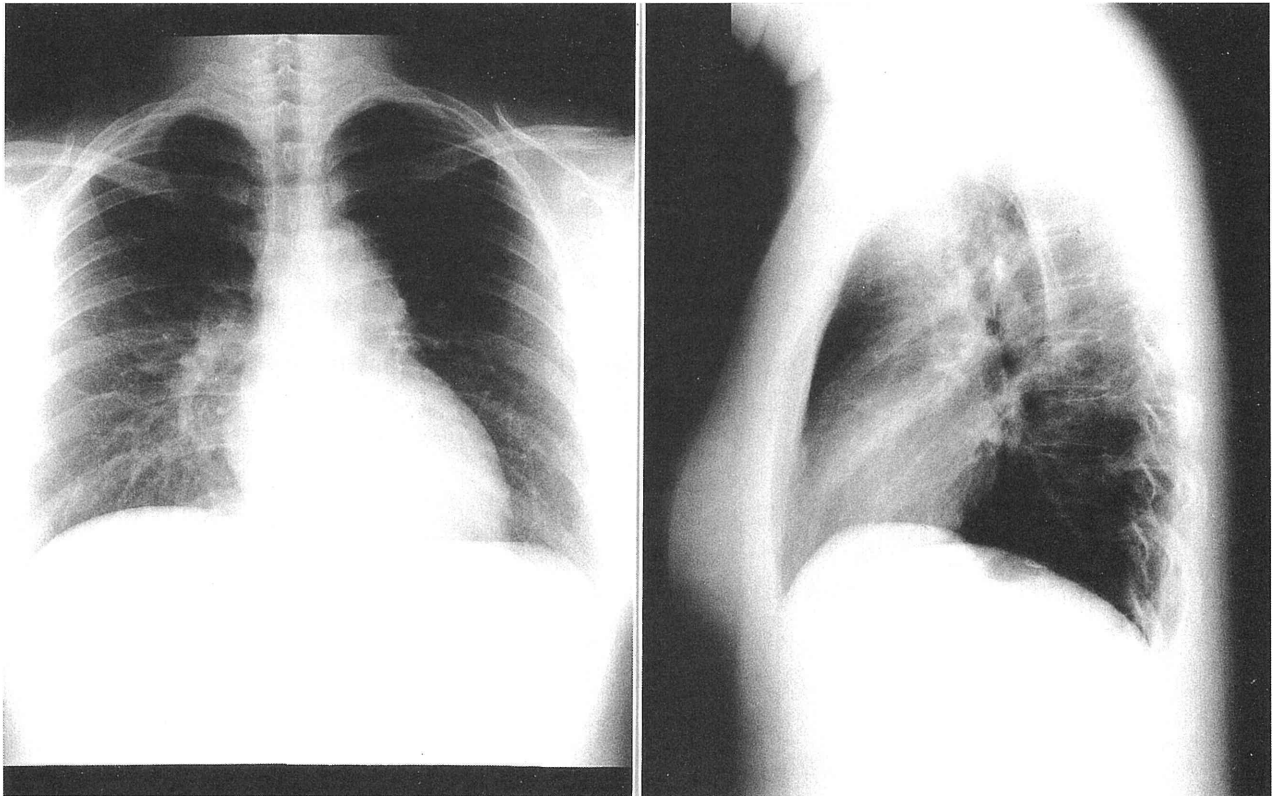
胸部単純X線。(左図) 正面像：左1-2弓に接して膨隆状の腫瘤陰影を認める。(右図) 左側画像：胸骨後部の透過性低下が見られる。
